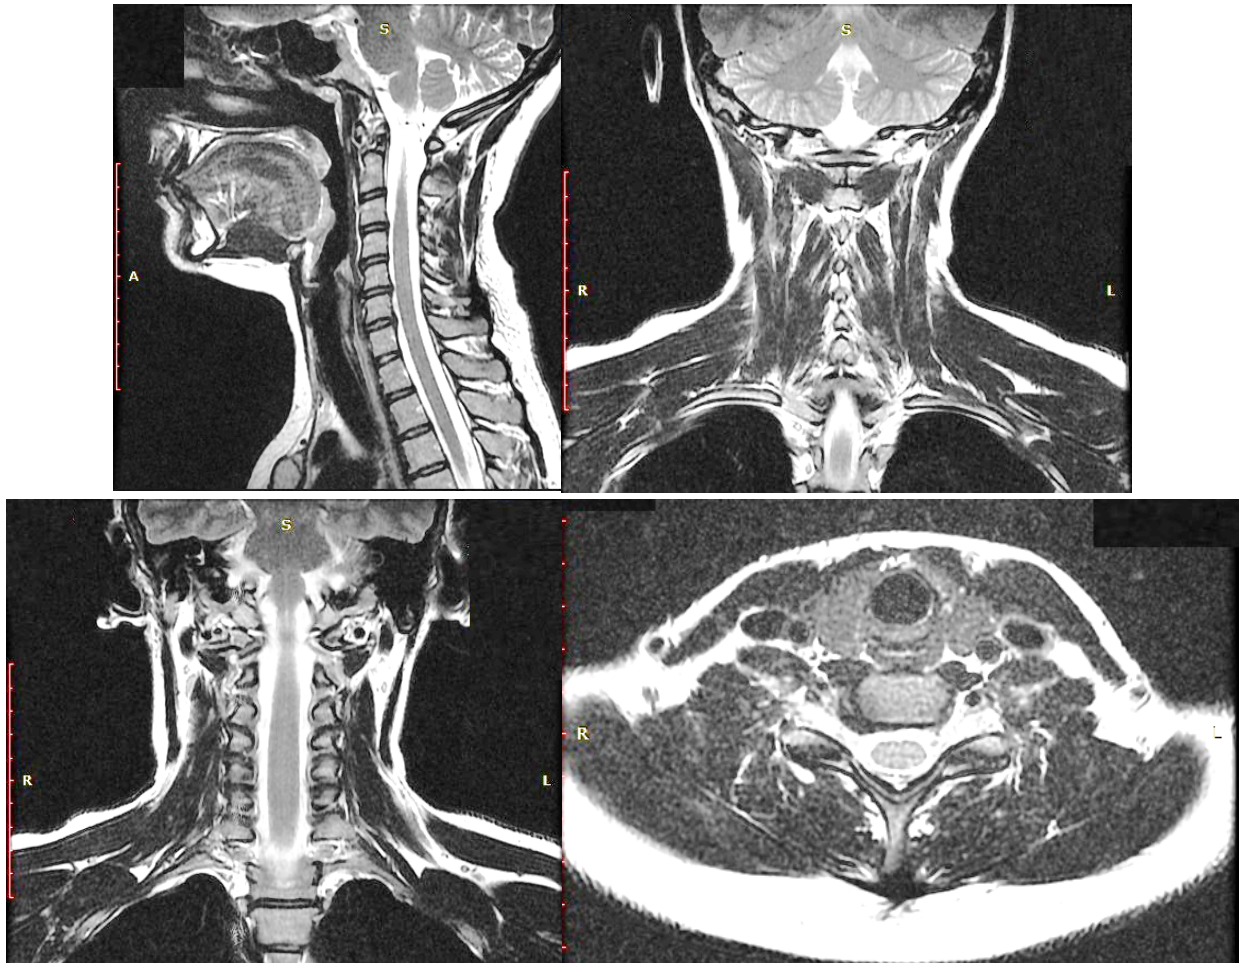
МРТ шейного отдела позвоночника. Умеренно выраженные дегенеративные изменения
